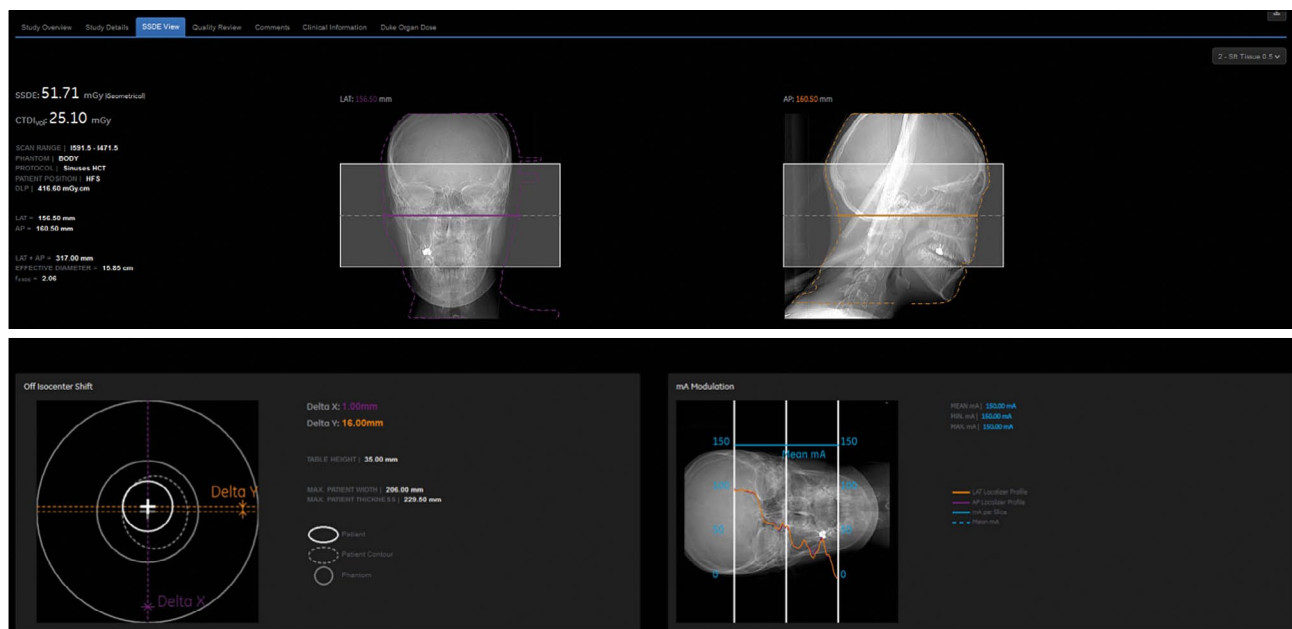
Оценка центрации пациента при компьютерной томографии, DoseWatch, GE.
